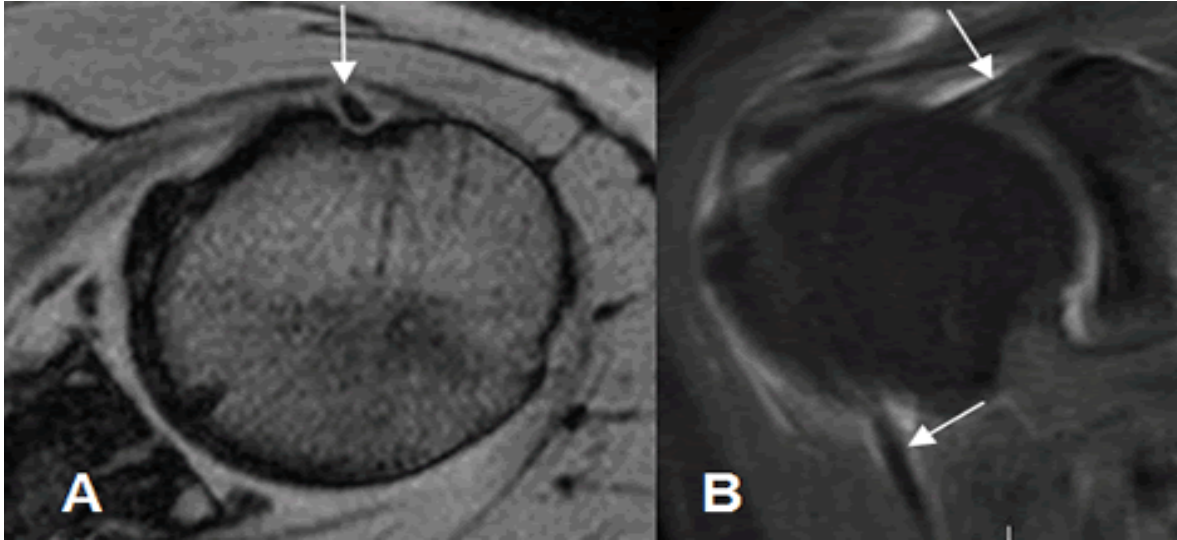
Tendón de la cabeza larga del bíceps normal. A: RM axial en FFE y B: RM coronal en STIR. Origen del tendón a nivel supraglenoideo y después ocupa la corredera bicipital.
